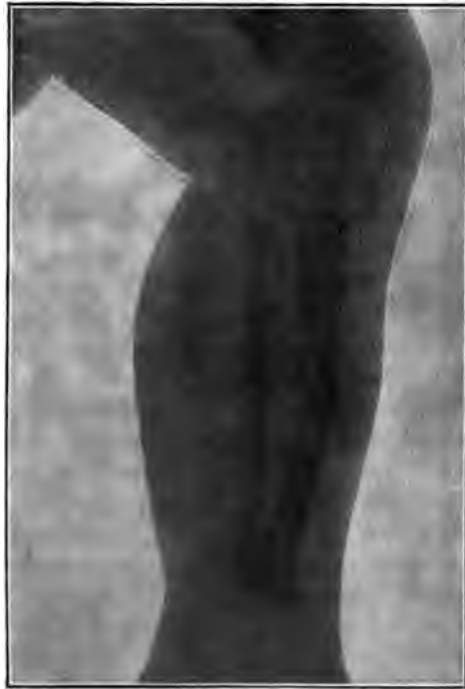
Röntgenphotographie einer Trennung der oberen Tibiaepiphyse mit Querfraktur der Tibia-diaphyse und Infractio fibulae bei einem 13 Wochen alten Knaben.
